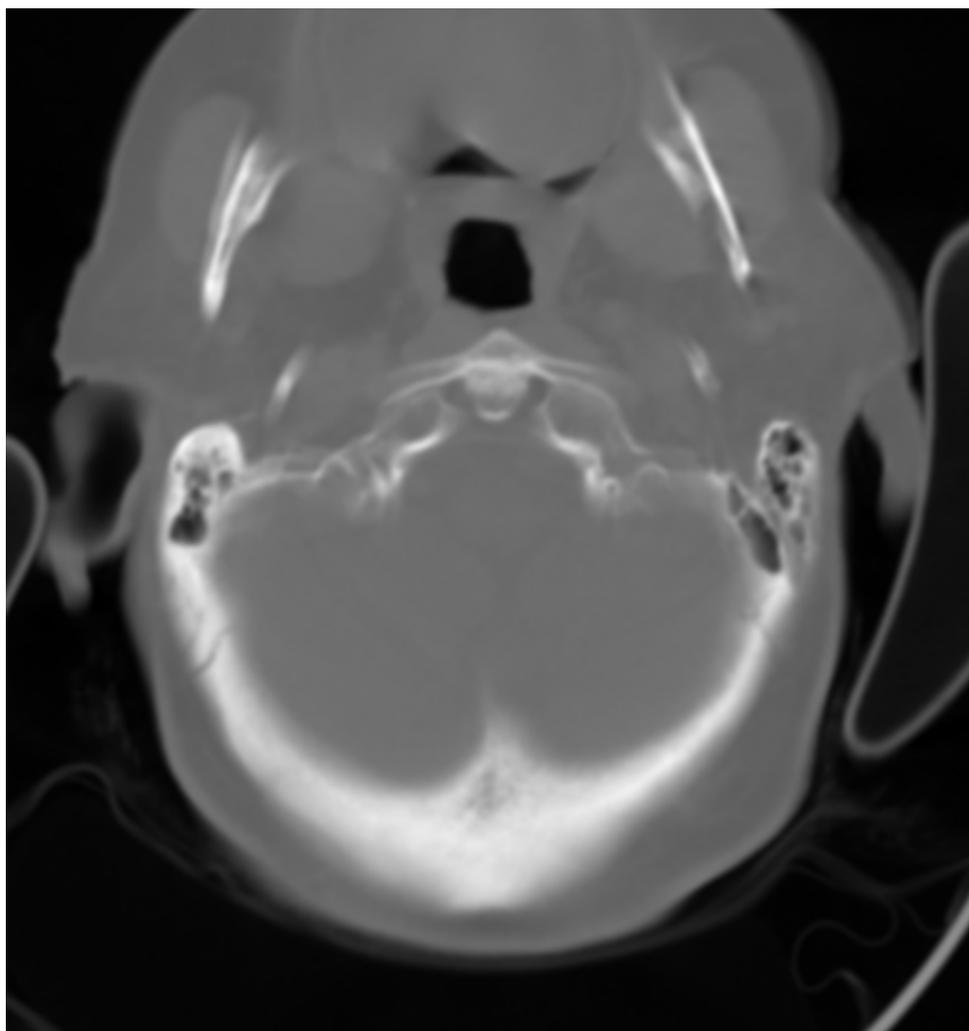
Imagem de um exame de CT da espinha
